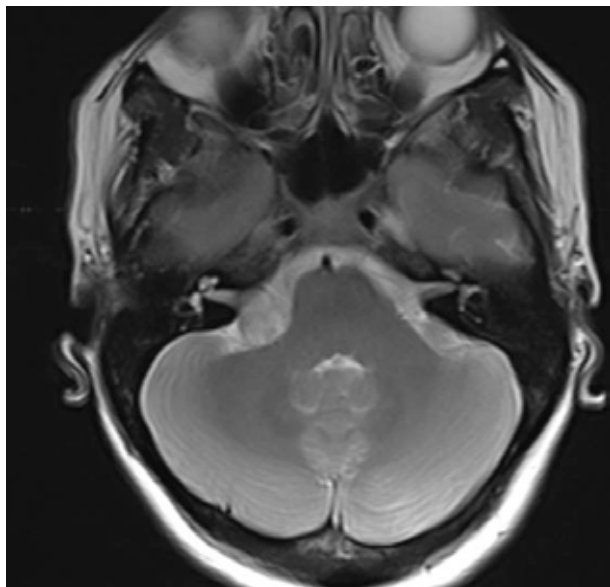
Corte axial de RMN en T1 a nivel del ángulo pontocerebeloso.
